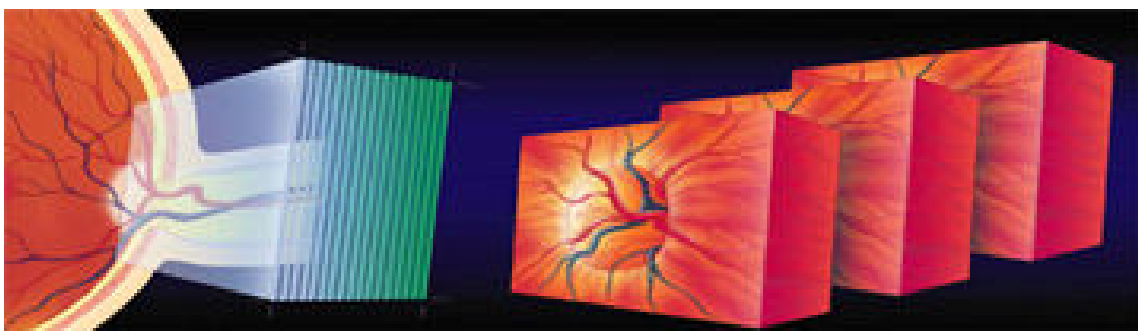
scansioni del piano retinico effettuate durante la tomografia confocale.
